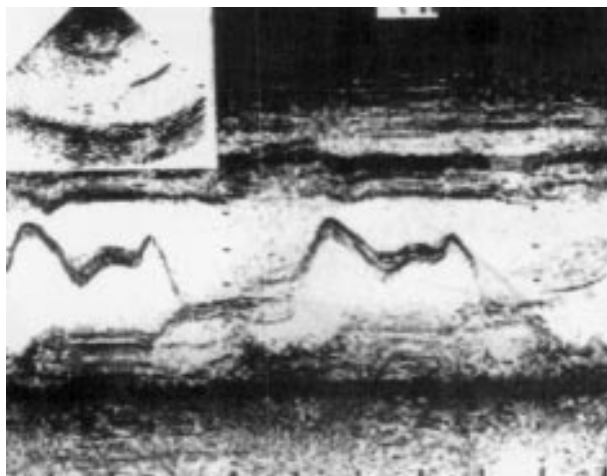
Ecocardiograma 1 ano de pós-operatório - desaparecimento do movimento anterior sistólico e da assimetria septal
